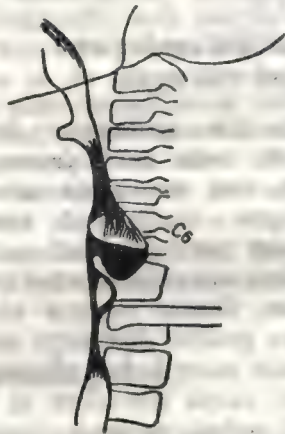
Diverticul Zenker (schemă după radiografie) (reprodusă după Fouet P., 1974).
